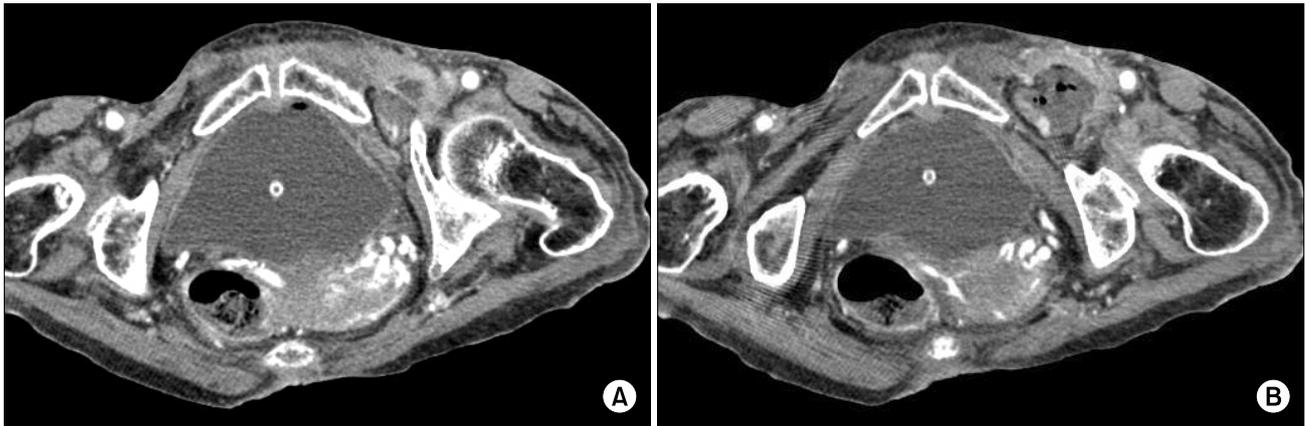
Abdominal CT scan of obturator hernia. (A) Small bowel segment herniates through left obturator canal. (B) Herniated bowel is incarcerated between pectineus and external obturator muscle.
